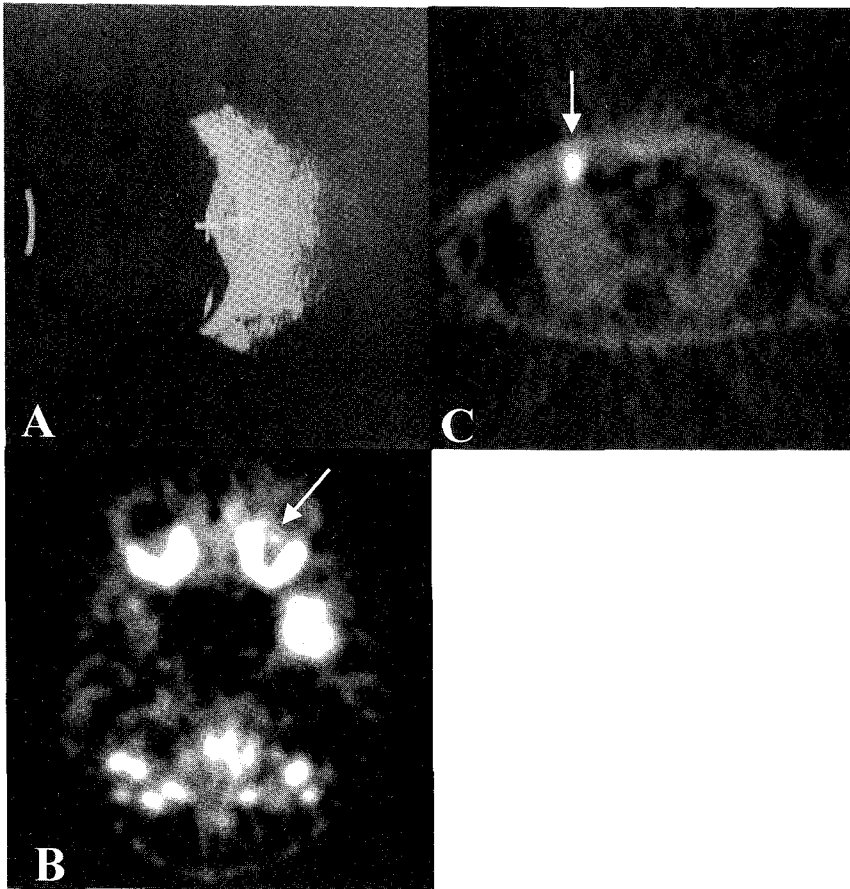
This 22 years old woman (patient 10) was presented for blurred vision of left eye. Lentiform mass was observed in posterior wall of left eyeball on ultrasonography (A). The mass showed high glucose metabolism on F-18-FDG PET scan (B). On whole body F-18-FDG PET a high metabolic lesion was observed in right breast (C). The breast lesion was confirmed to be breast carcinoma on biopsy.
